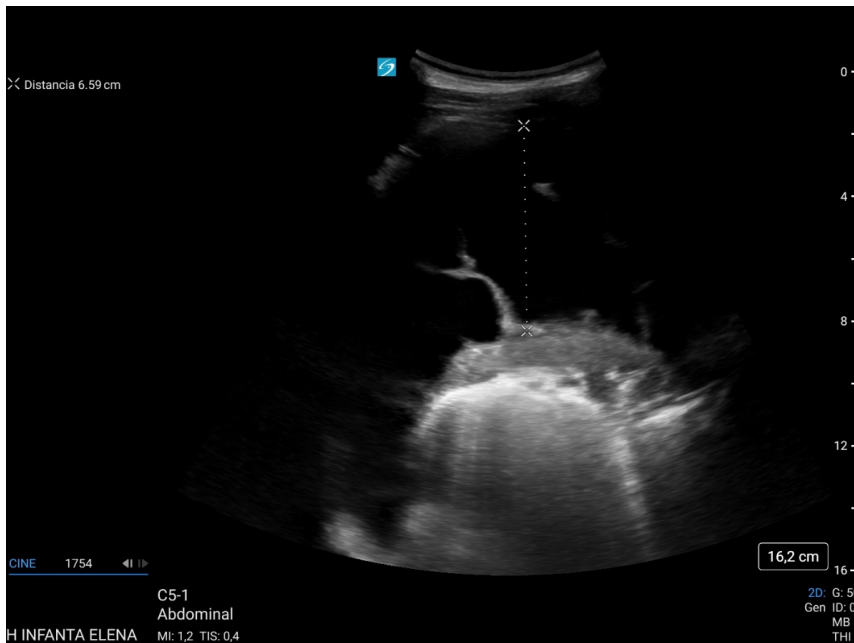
Ecografía con sonda cóvex con derrame pleural complejo, con tractos fibrosos en su interior.
